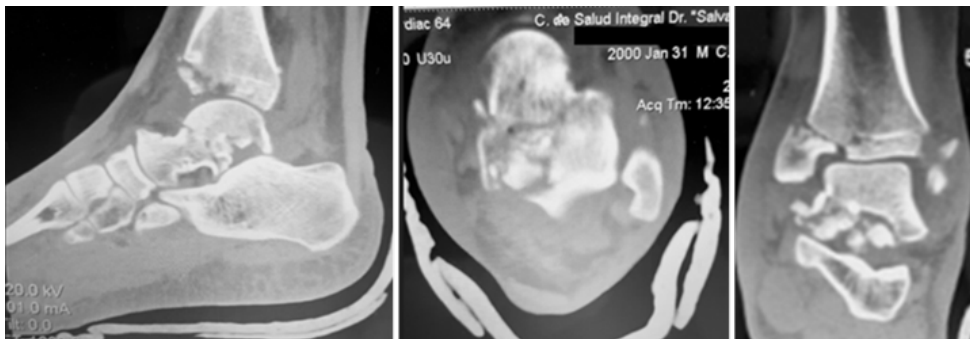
Tomografía Computarizada preoperatoria. Se aprecia la conminución de cuerpo y cuello astragalino.
